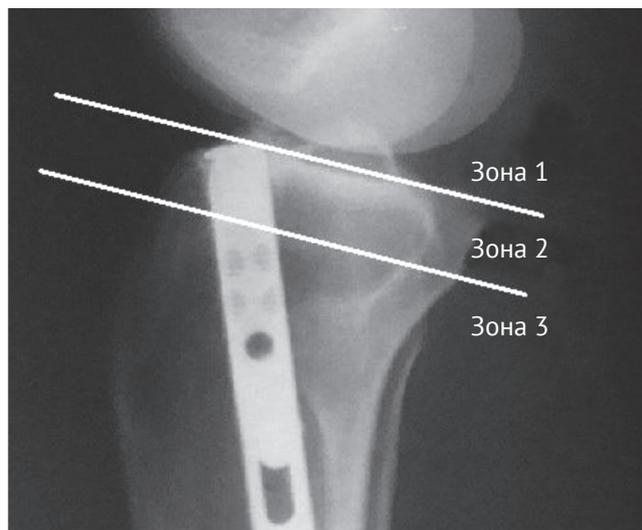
Рентгенограмма коленного сустава в боковой проекции с тремя выделенными зонами
